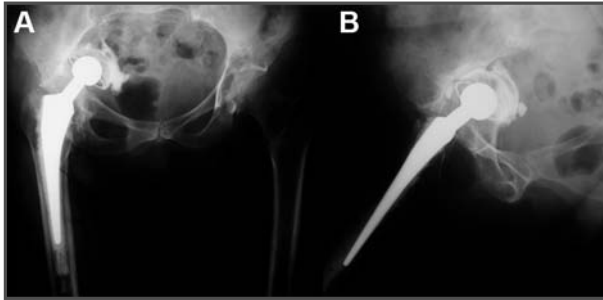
Radiografía pélvica en vista anteroposterior: profusión intrapélvica de la cúpula acetabular y del cemento de la artroplastia total cadera derecha. Cuello femoral largo.
